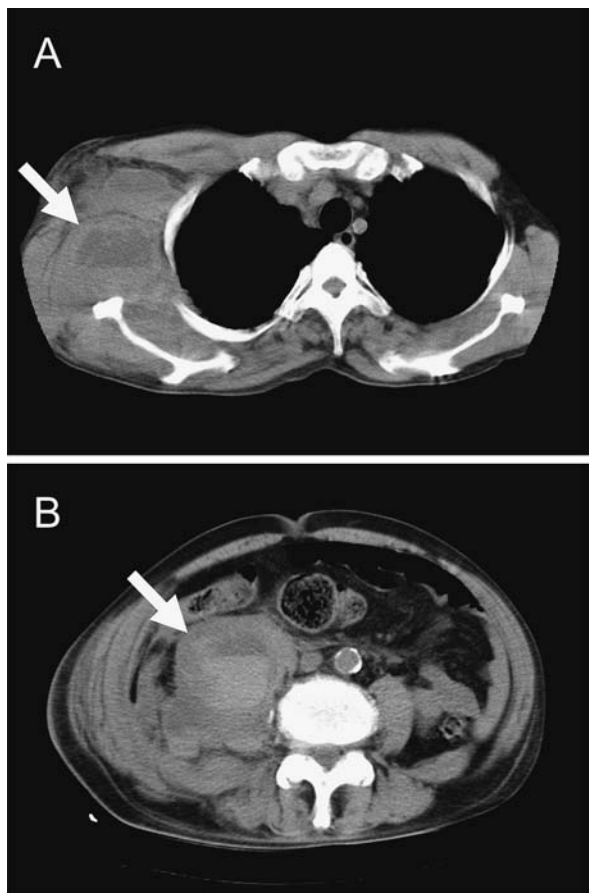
重篤な出血症状 (胸部単純 CT)
